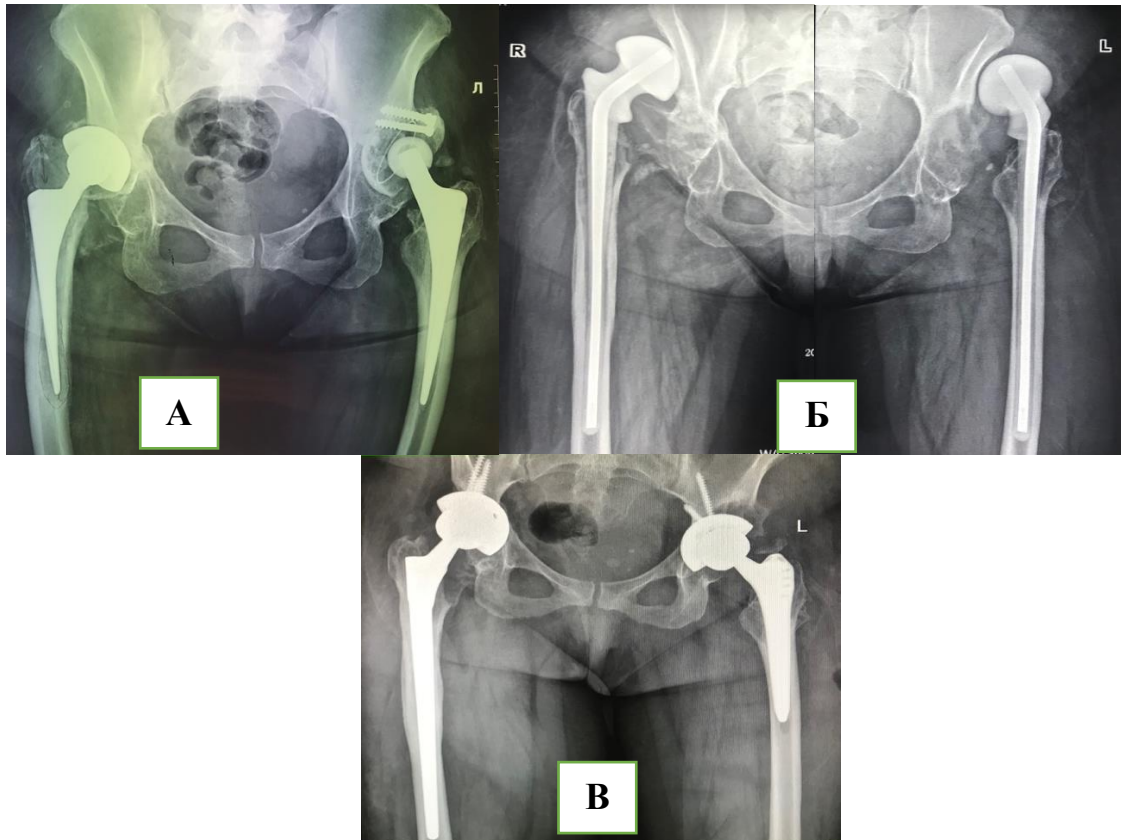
Рентгенограммы пациентки В. 47 лет. А – двусторонняя септическая нестабильность компонентов эндопротеза тазобедренного сустава, Б – пациентка В. 47 лет, проведен 1 этап лечения ППИ, дислокация спейсеров, В – пациентка В. 47 лет, проведены 2 этапа ревизионного эндопротезирования
